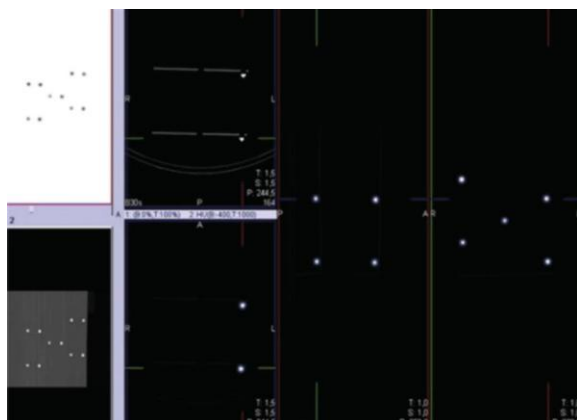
Imaginea unui test de aliniere SPECT/CT
